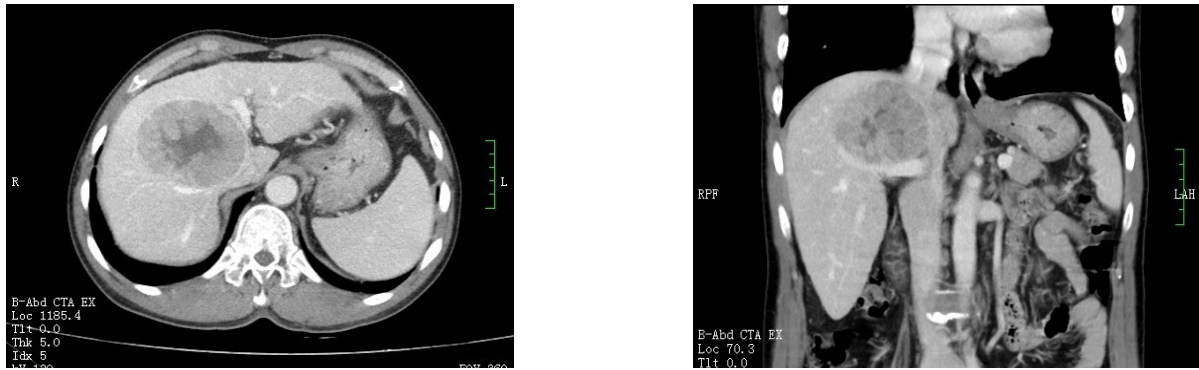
术前CT示癌灶位置均位于肝尾状叶腔静脉旁部
